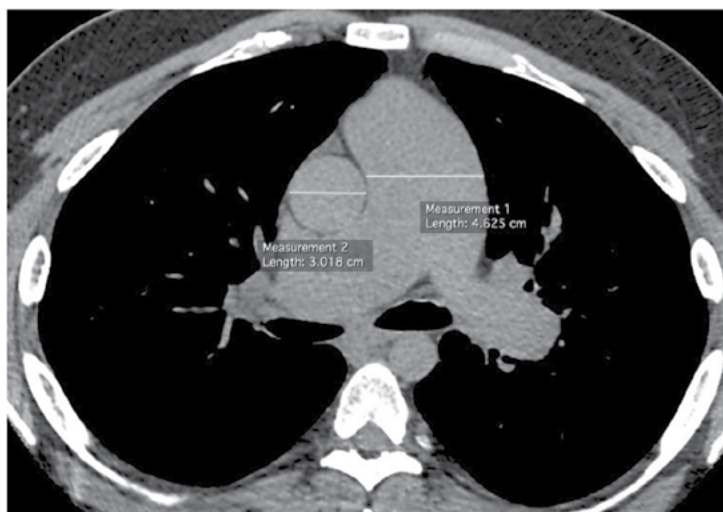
TC do tórax em plano axial, com janela para mediastino, mostrando aumento do diâmetro da artéria pulmonar (46 mm — normal até 29 mm). Observar também que esse diâmetro é maior que o diâmetro da aorta medido no mesmo plano (30 mm).
